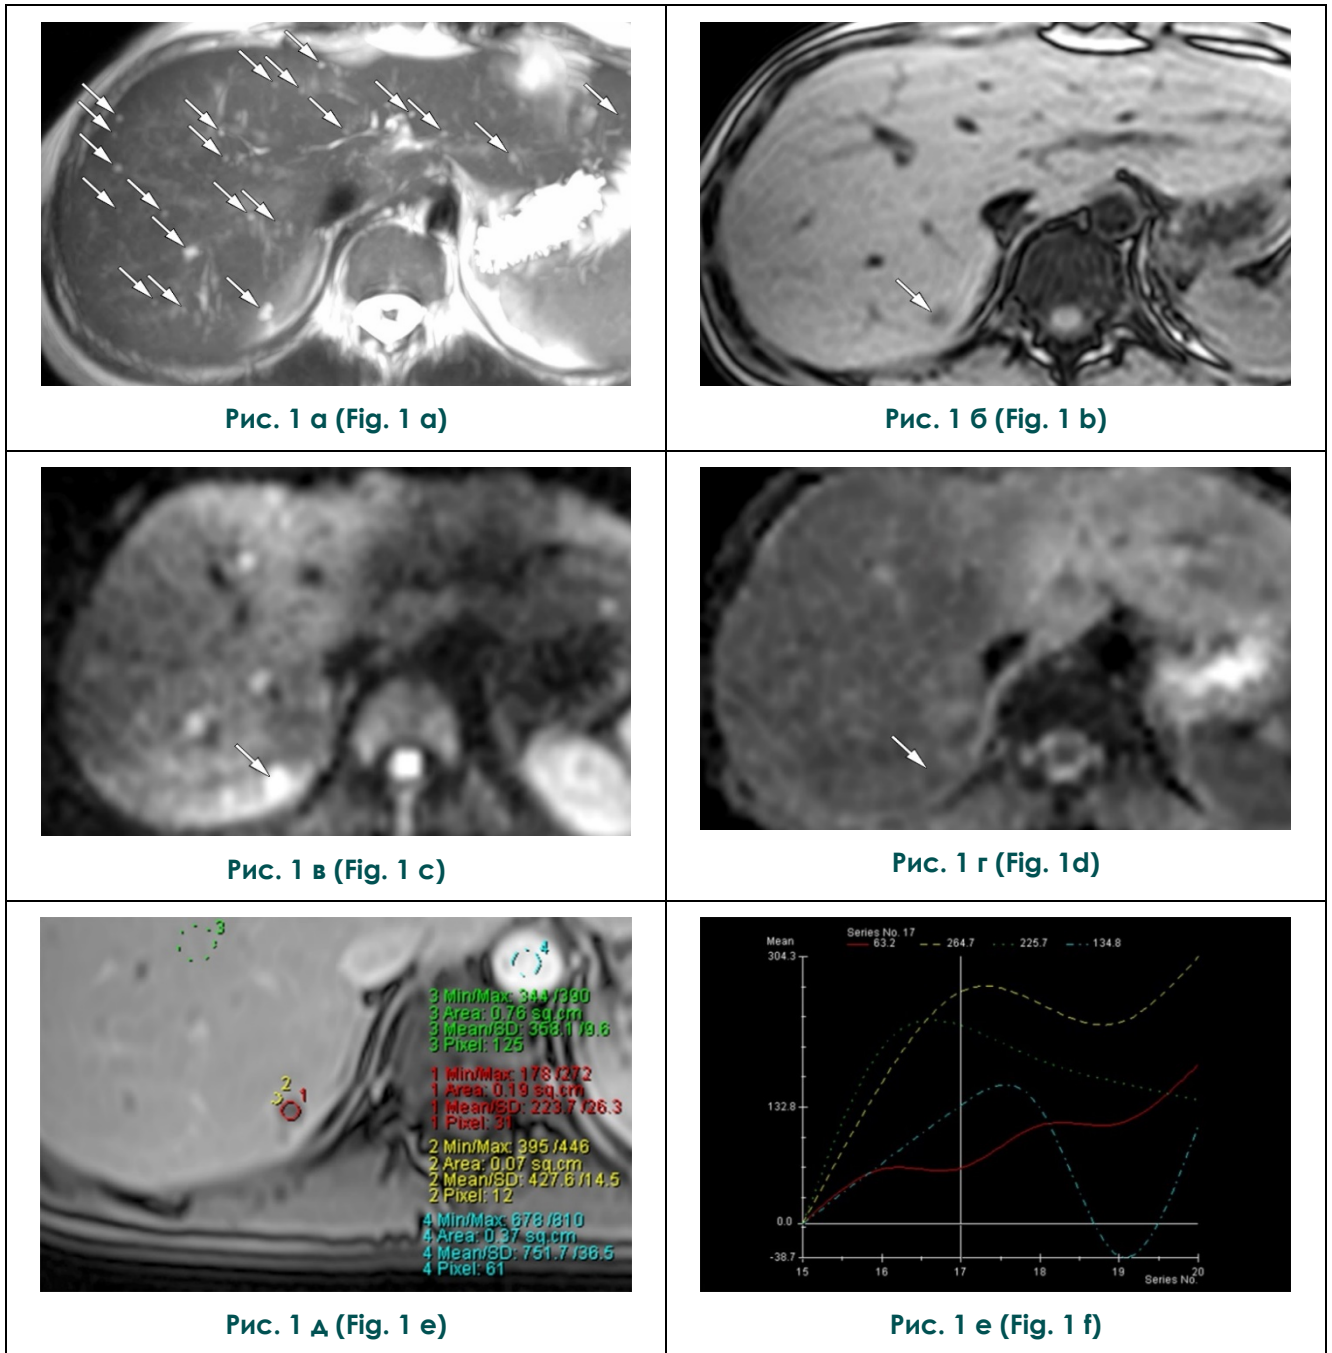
МРТ брюшной полости. а – T2-ВИ MIP-реконструкция толщиной 1,5 см, б – T1-ВИ, в – DWI b-800, г – ADC, д – T1-CE с указанием зон интереса (ROI), е – кривые контрастирования выделенных ROI.
